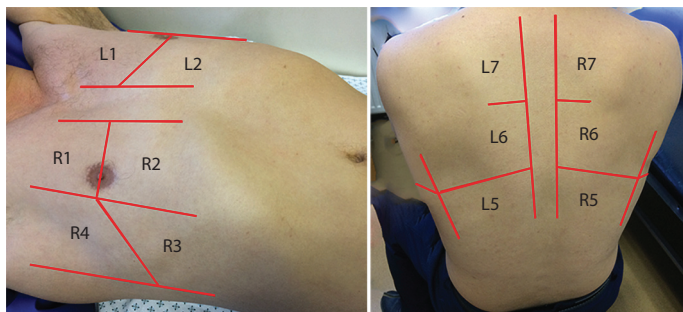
Зоны осмотра при УЗИ легких (Laursen, 2013). Каждая половина грудной клетки делится на 7 зон, вертикальные границы – *ll. axillaris anterior et posterior*. Зона 1. Датчик располагается во втором межреберье недалеко от края грудины. Нижняя анатомическая граница – *m. pectoralis* или ткань грудной железы. Зона 2. Датчик располагается в четвертом межреберье недалеко от края грудины. Зона 3. Датчик – по *l. medioclavicularis* в нижней части грудной клетки. Зона 4. Датчик – по *l. medioclavicularis* примерно в четвертом межреберье. Зона 5. Датчик – по *l. medioclavicularis* в нижней части грудной клетки. Зона 6. Датчик – по *l. scapularis* на уровне примерно середины лопатки. Зона 7. Датчик – по *l. scapularis* на уровне приблизительно верхней части лопатки. Зоны обозначаются как R1–R7 справа и L1–L7 слева.
